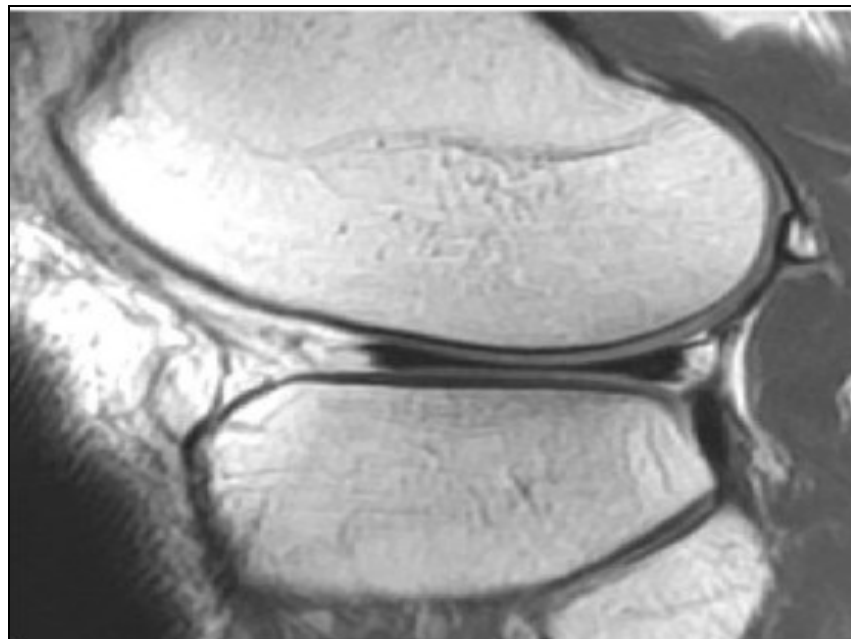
IRM en coupes sagittales périphériques médiales en T 1 FSE (a) et DP fat SAT FSE(b). MM: Corne postérieure ( CP) plus épaisse et plus large que la corne antérieure ( CA).
